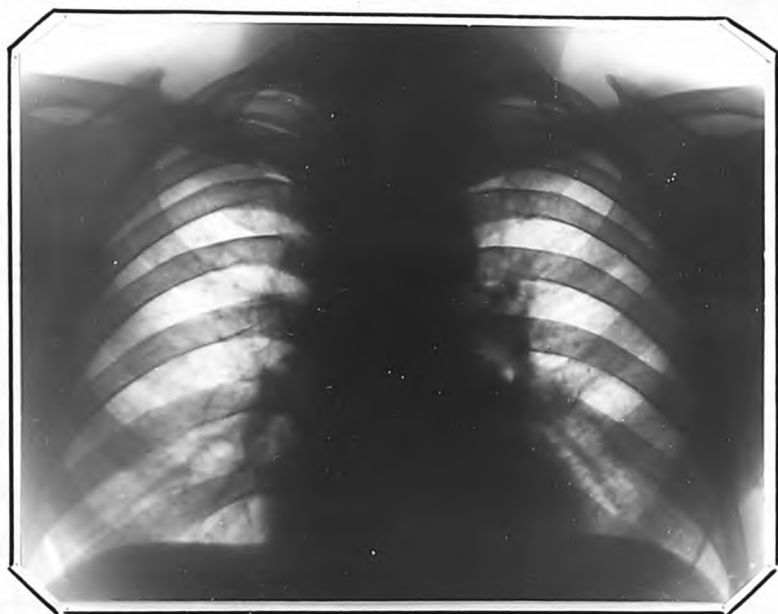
Рентгенограмма больного М. от 9.П.1960 г.
